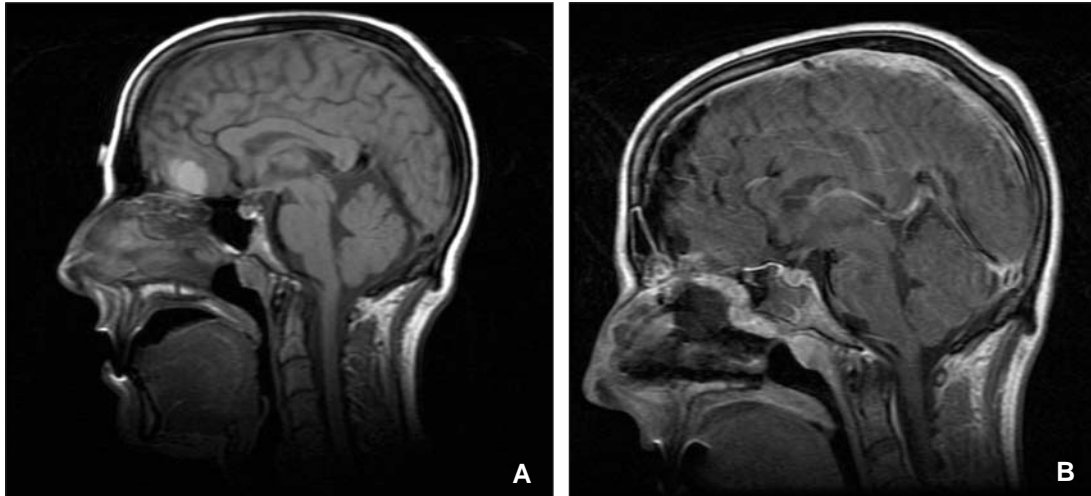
A: A: resonancia magnética (RM) preoperatoria con contraste, en plano coronal, que muestra una neoplasia maligna endonasal que invade claramente los lóbulos frontales. B: RM postoperatoria que muestra la resección completa de la lesión etiquetada como carcinoma mucoepidermoide.
